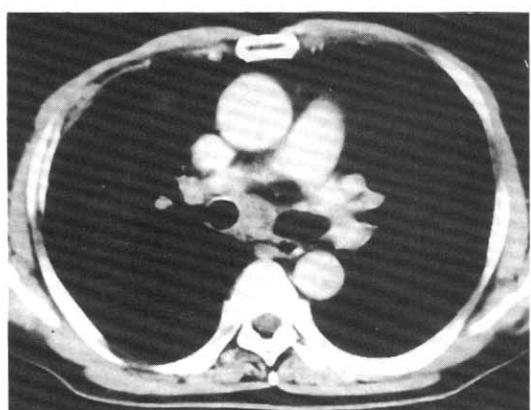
Chest CT scan shows multiple mediastinal lymphadenopathy.
